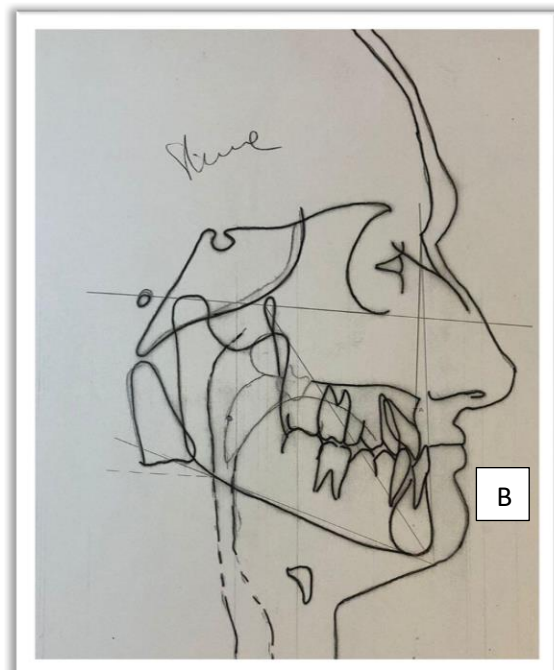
A: Telerradiografía inicial; B: Trazado cefalométrico inicial.
